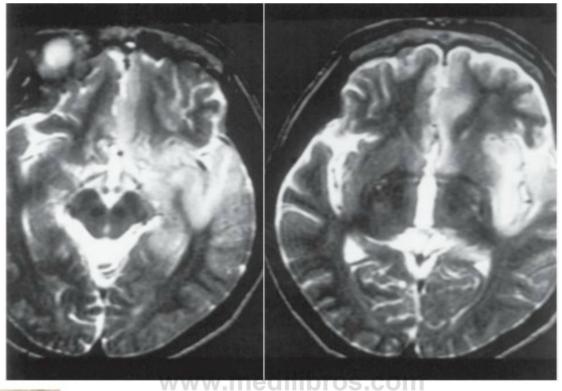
1 Encefalitis por herpes simple. Imágenes de RM potenciadas en T2 que muestran aumento de la señal en el lóbulo temporal medio izquierdo, lóbulo frontal inferior y corteza insular. (Cortesía de J. Healy.)
